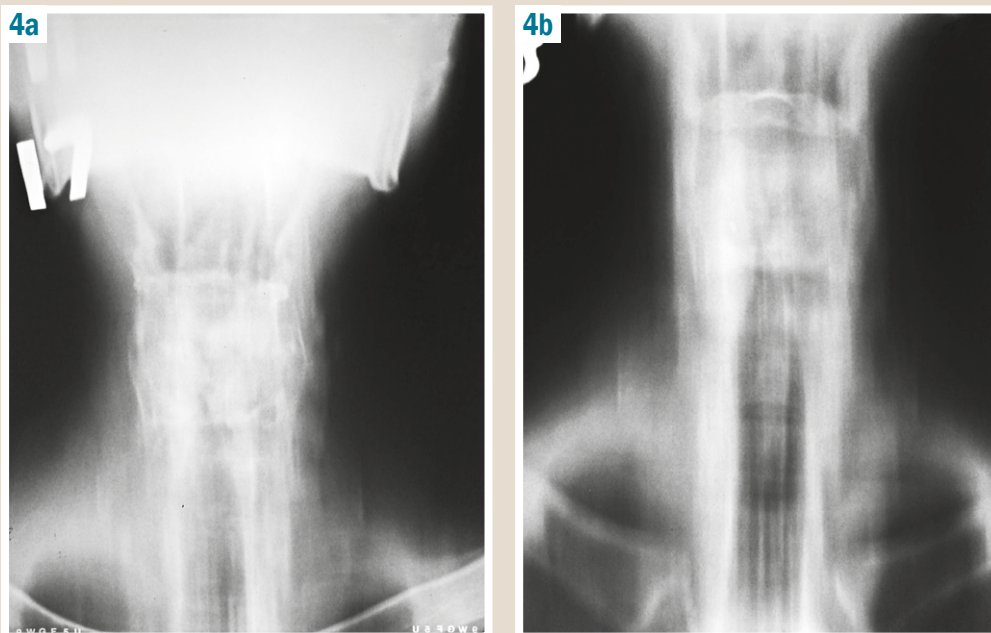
CT of the larynx: a: 17 cm, b: 18 cm.
